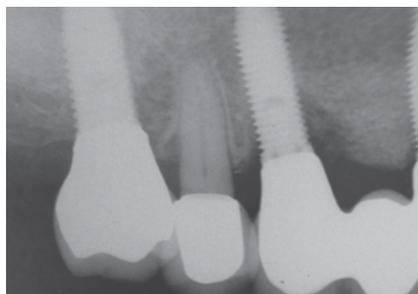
Rx periapicale zona 14 - 15 - 16.
